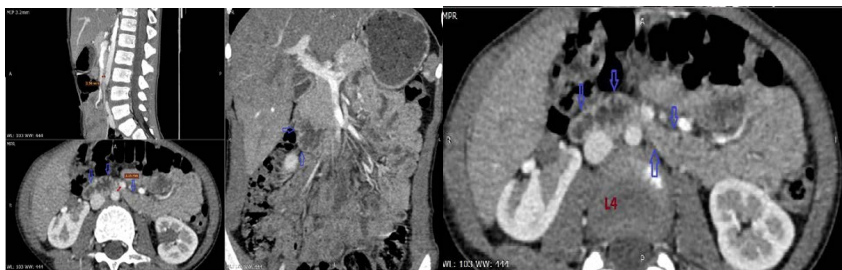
Девочка. 4 года. Клиника высокой кишечной непроходимости. КТ сагиттальная MIP– реконструкция. Ранняя артериальная фаза*
